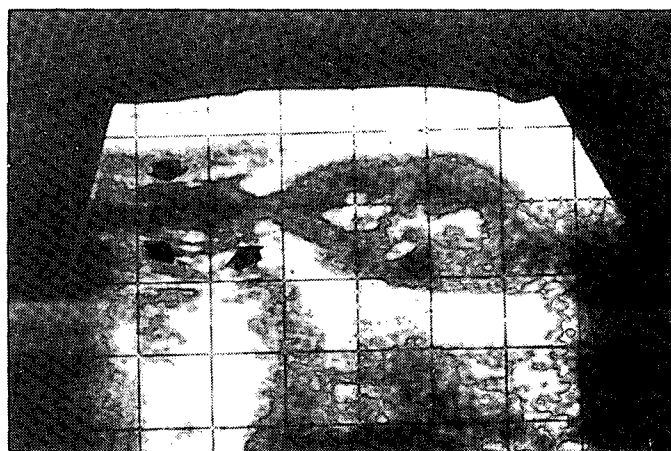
Ecografía correspondiente igualmente al caso 5, realizada al mismo día que la anterior inmediatamente después de la evacuación de 400 c.c. de líquido. La colección líquida se ha reducido notablemente y la hidronefrosis ha desaparecido.
